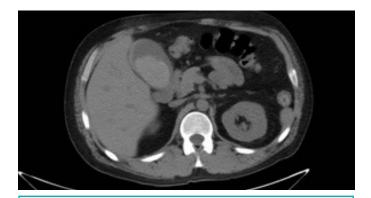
TAC abdominopélvica al diagnóstico.
